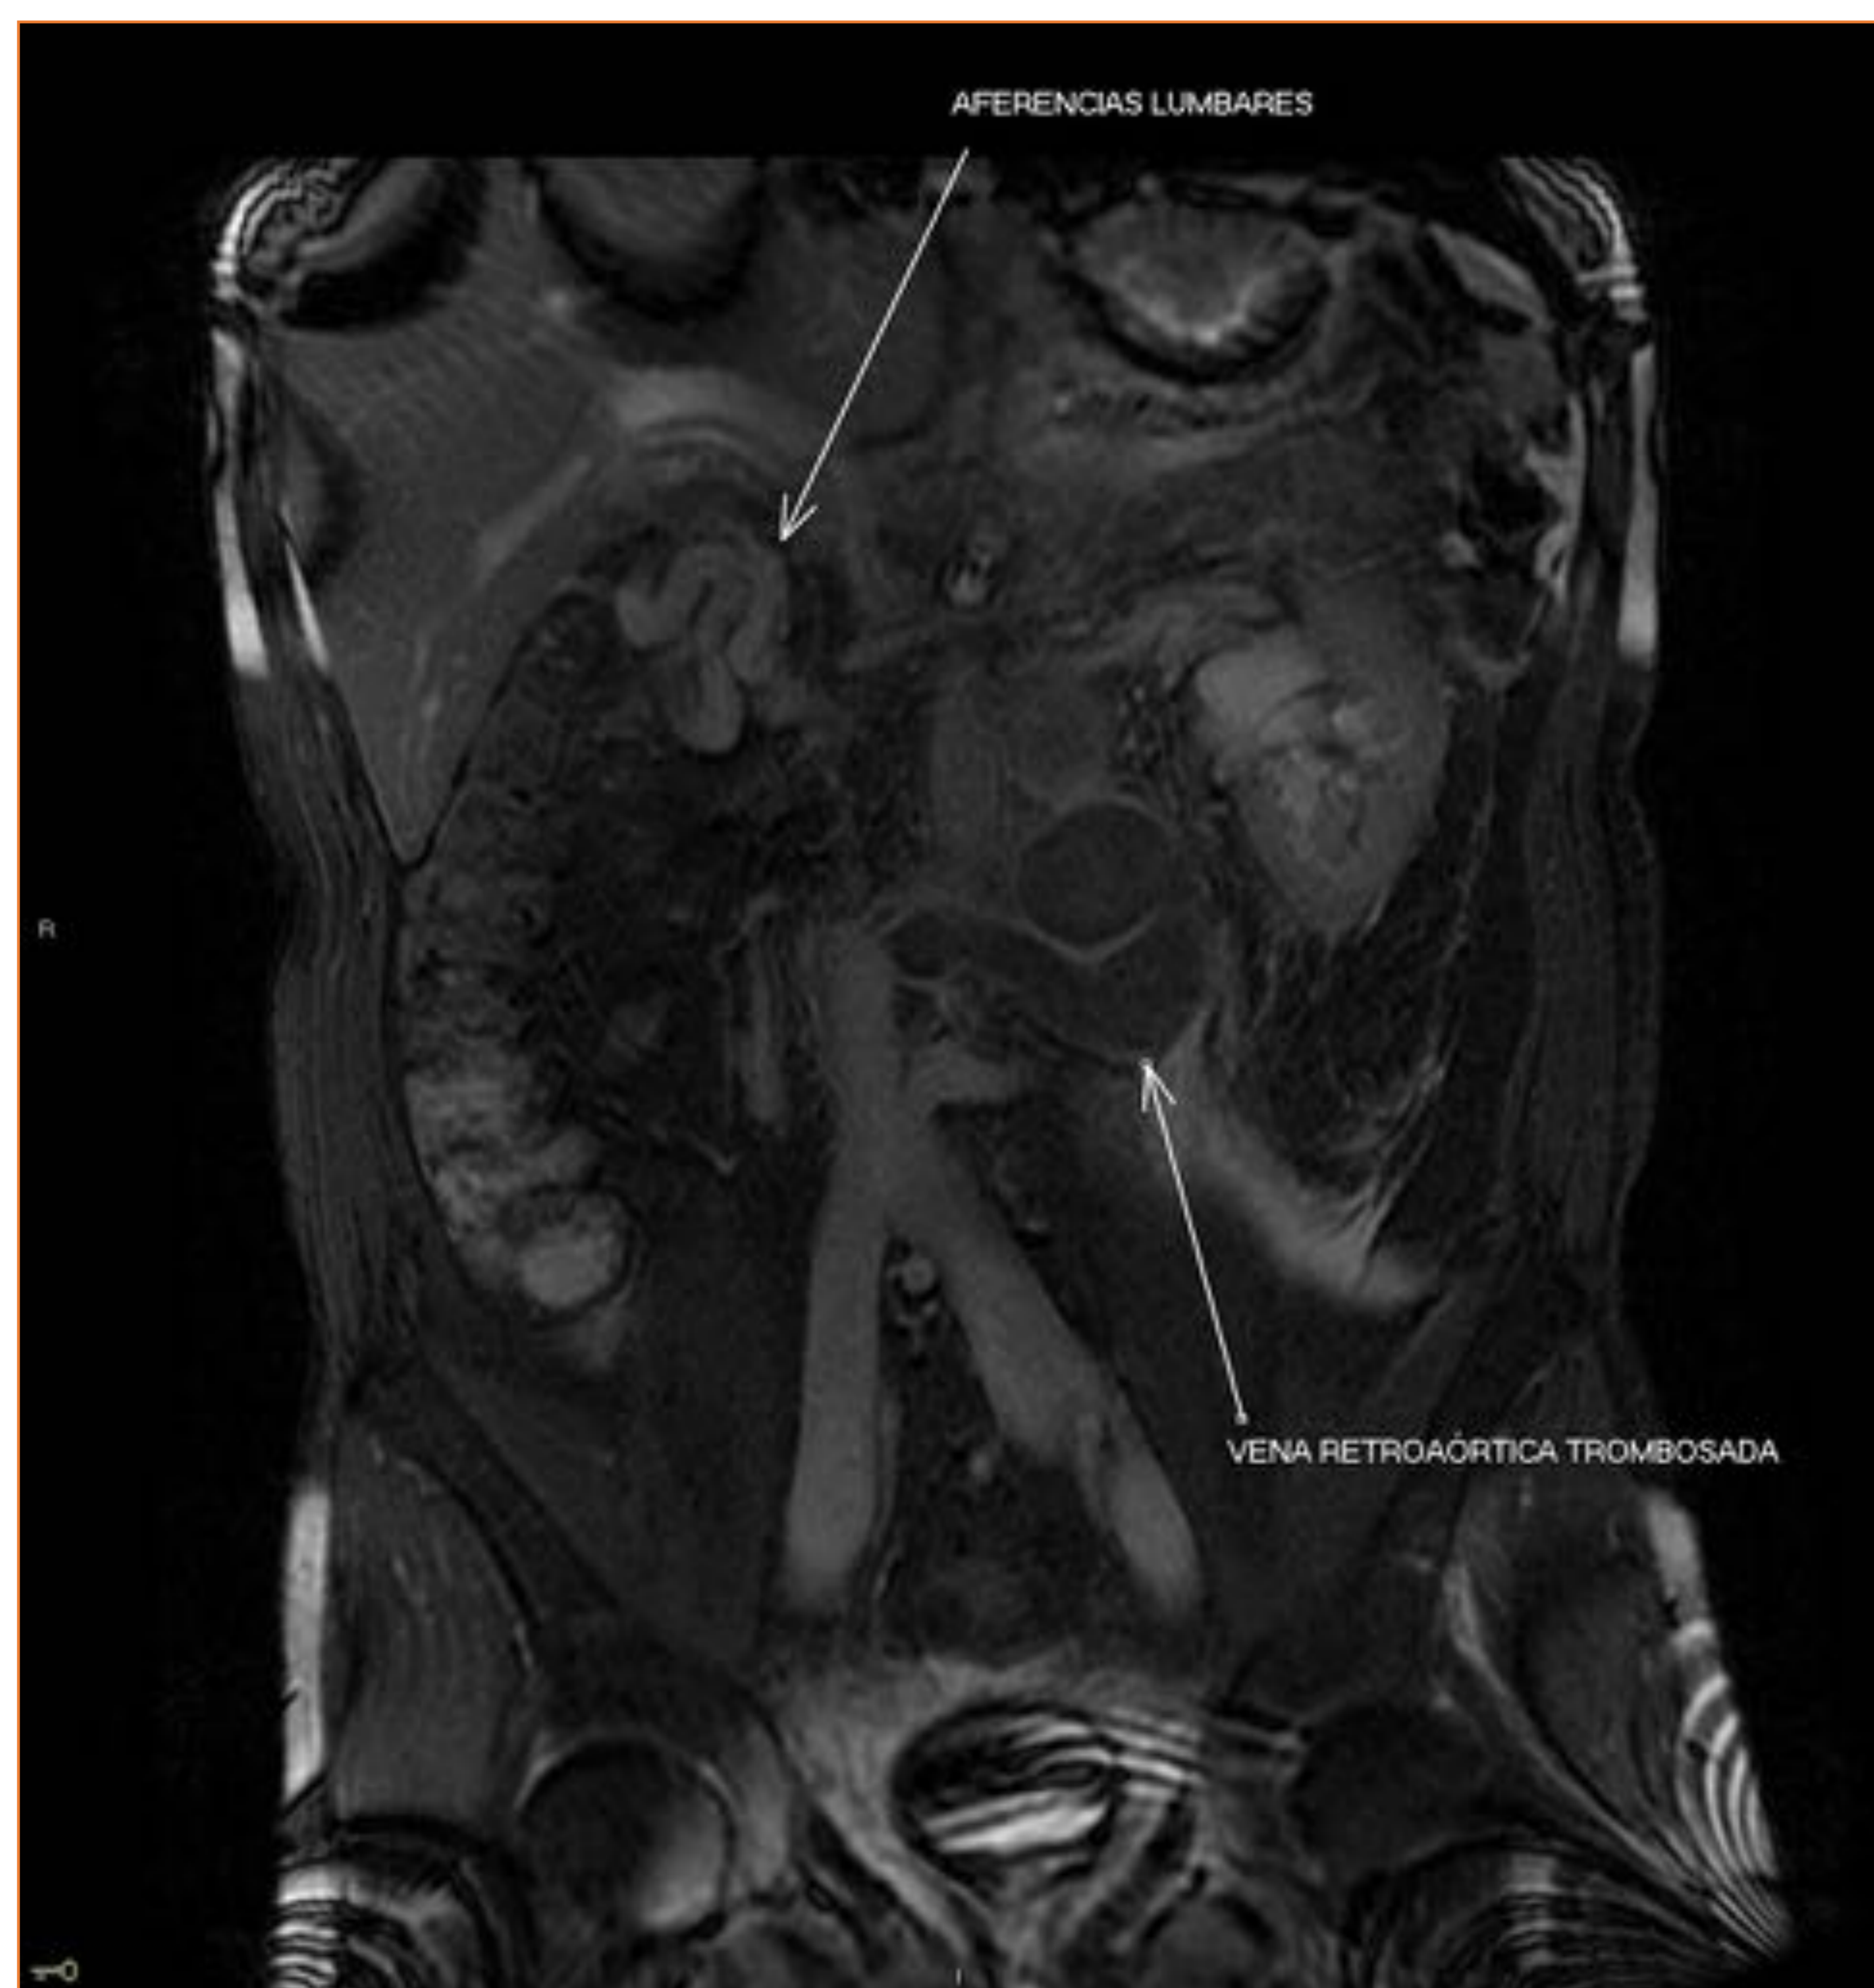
RM coronal 2D FIESTA FAT SAT
